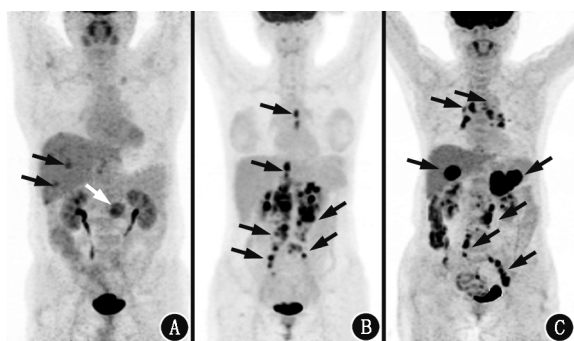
有转移的无功能胰腺神经内分泌肿瘤(NF-pNENs)患者 ^{18}F -FDG最大密度投影图。A. G1级患者(男,53岁)出现远处转移,原发灶与转移灶G分级不匹配:胰腺病灶(白箭头示) SUV_{max} 5.2,细胞增殖核抗原Ki-67指数为2%,肝转移灶(黑箭头示) SUV_{max} 4.3,Ki-67指数为10%;B. G2级患者(女,31岁),显像示淋巴结转移(箭头示);C. G3级患者(女,70岁),显像示纵隔、腹膜后多发淋巴结转移、肝转移、左肾上腺转移(箭头示)
